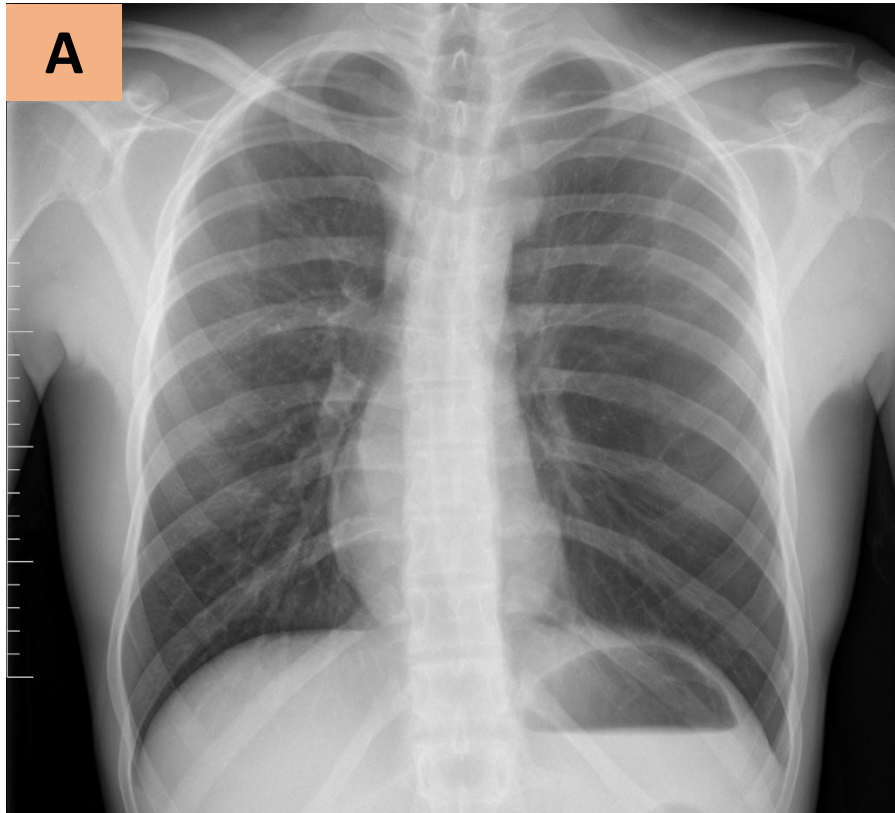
Hiperinsuflación lobar congénita en un varón de 20 años. Radiografía de tórax PA (A) y TC torácico con ventana pulmonar (B) que muestran una extensa hiperlucencia en el pulmón izquierdo junto con una disminución de la vascularización en el área afectada
